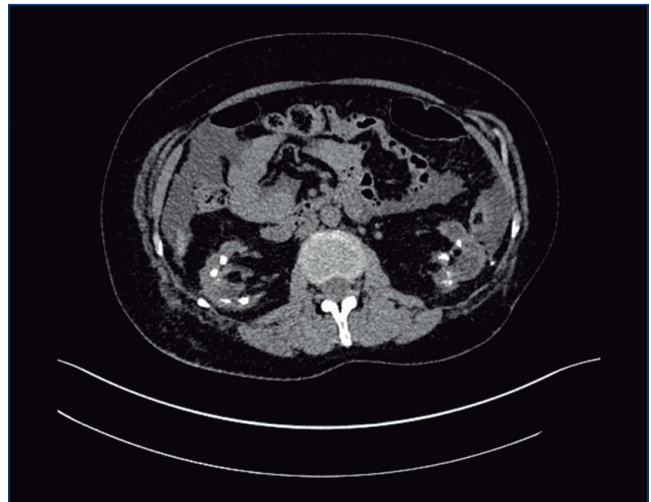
Tomografía computarizada simple de paciente con litiasis renal bilateral.
